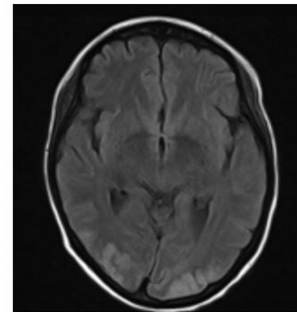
Multi-focal T2 high signal intensities involving both occipital lobes and both frontoparietal lobes with mainly vasogenic edematous changes on MRI, suggesting reversible posterior leukoencephalopathy syndrome(PRES).
